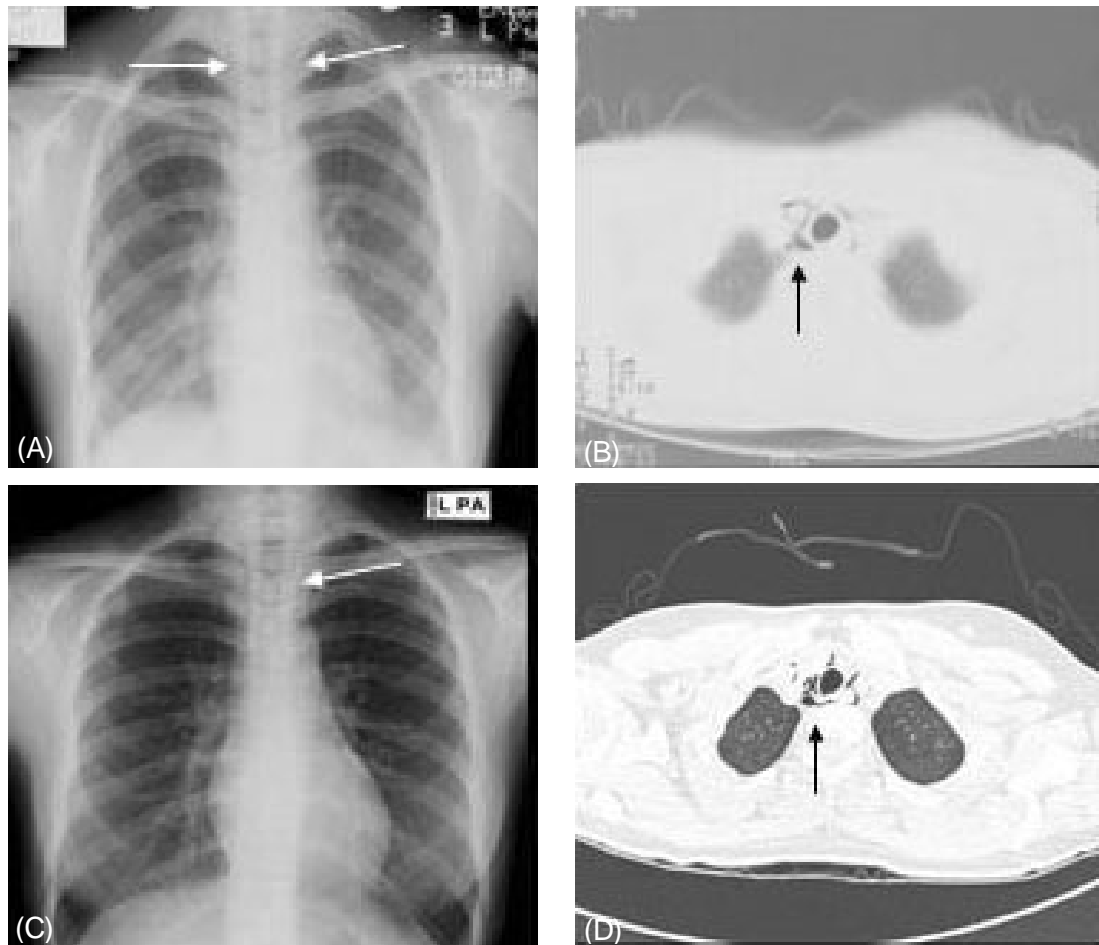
A. A linear air trapping paralleling the border of the trachea shown by chest roentgenogram. B. A small amount of air in the mediastinum shown by computed tomography. C&D. Twenty seven months later, the radiograph and computed tomography of chest showed pneumomediastinum.
